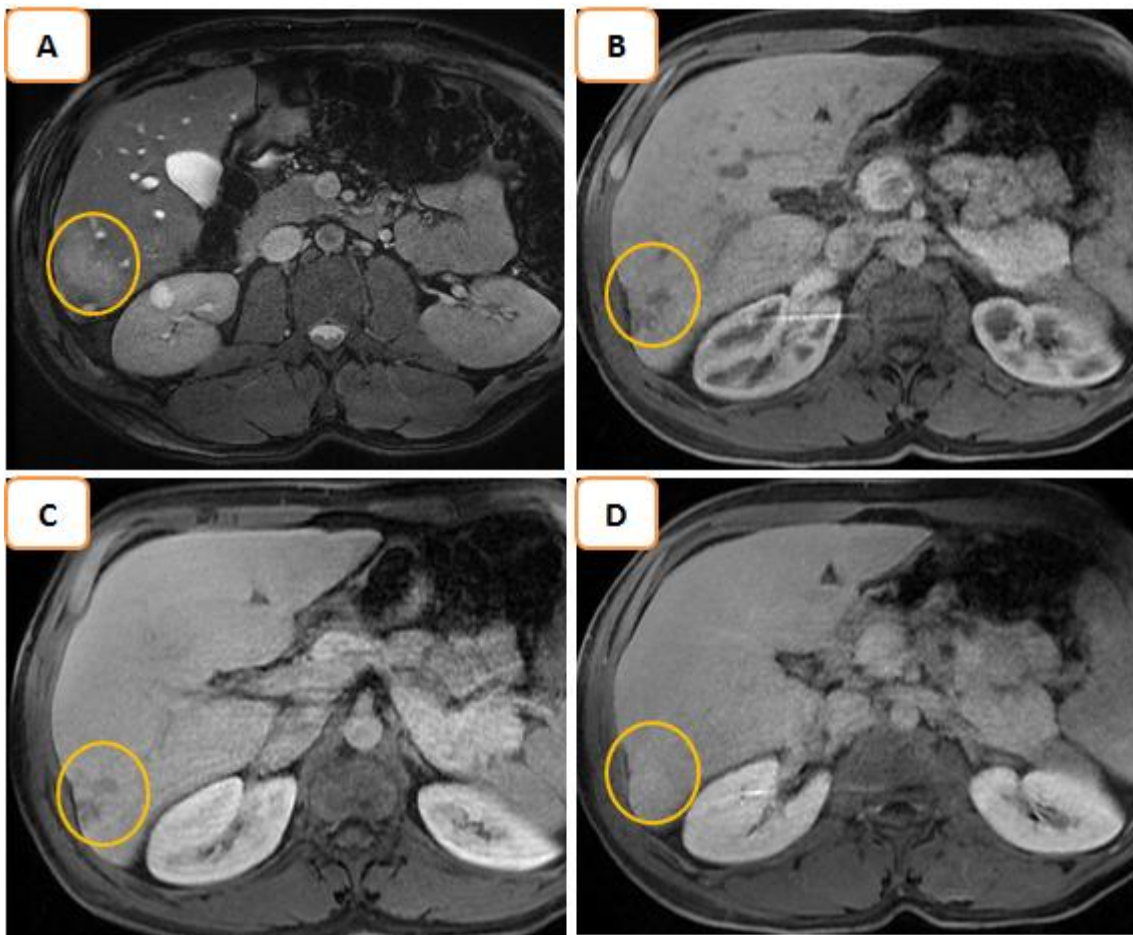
Le complément IRM hépatique montre la lésion du segment VI en hypersignal T2 tissulaire(A), hypovasculaire avec rétraction capsulaire (B, C et D) : cholangiocarcinome intra-hépatique. Résultat anatomopathologique: Angiome scléreux.
